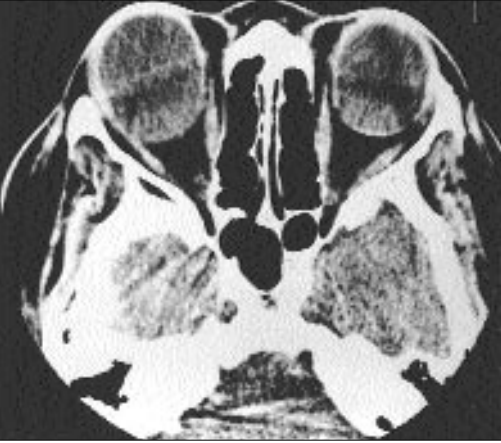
Lens dislokasyonu. Aksiyel orbita BT kesitinde travma neticesi sol orbitada meydana gelen lens dislokasyonu görülmektedir.
